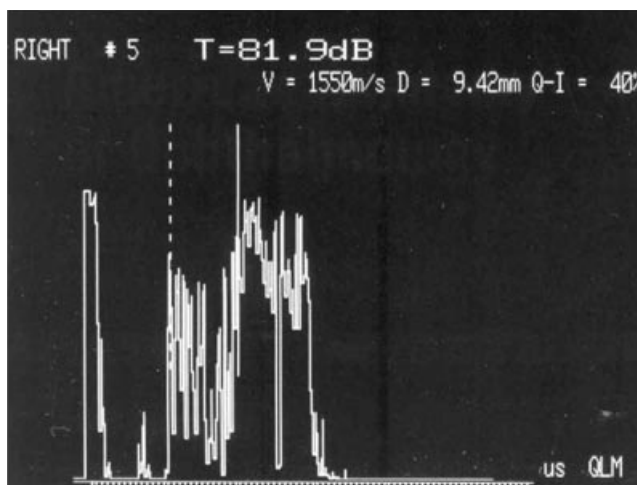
Ecografía Modo A estandarizado.
